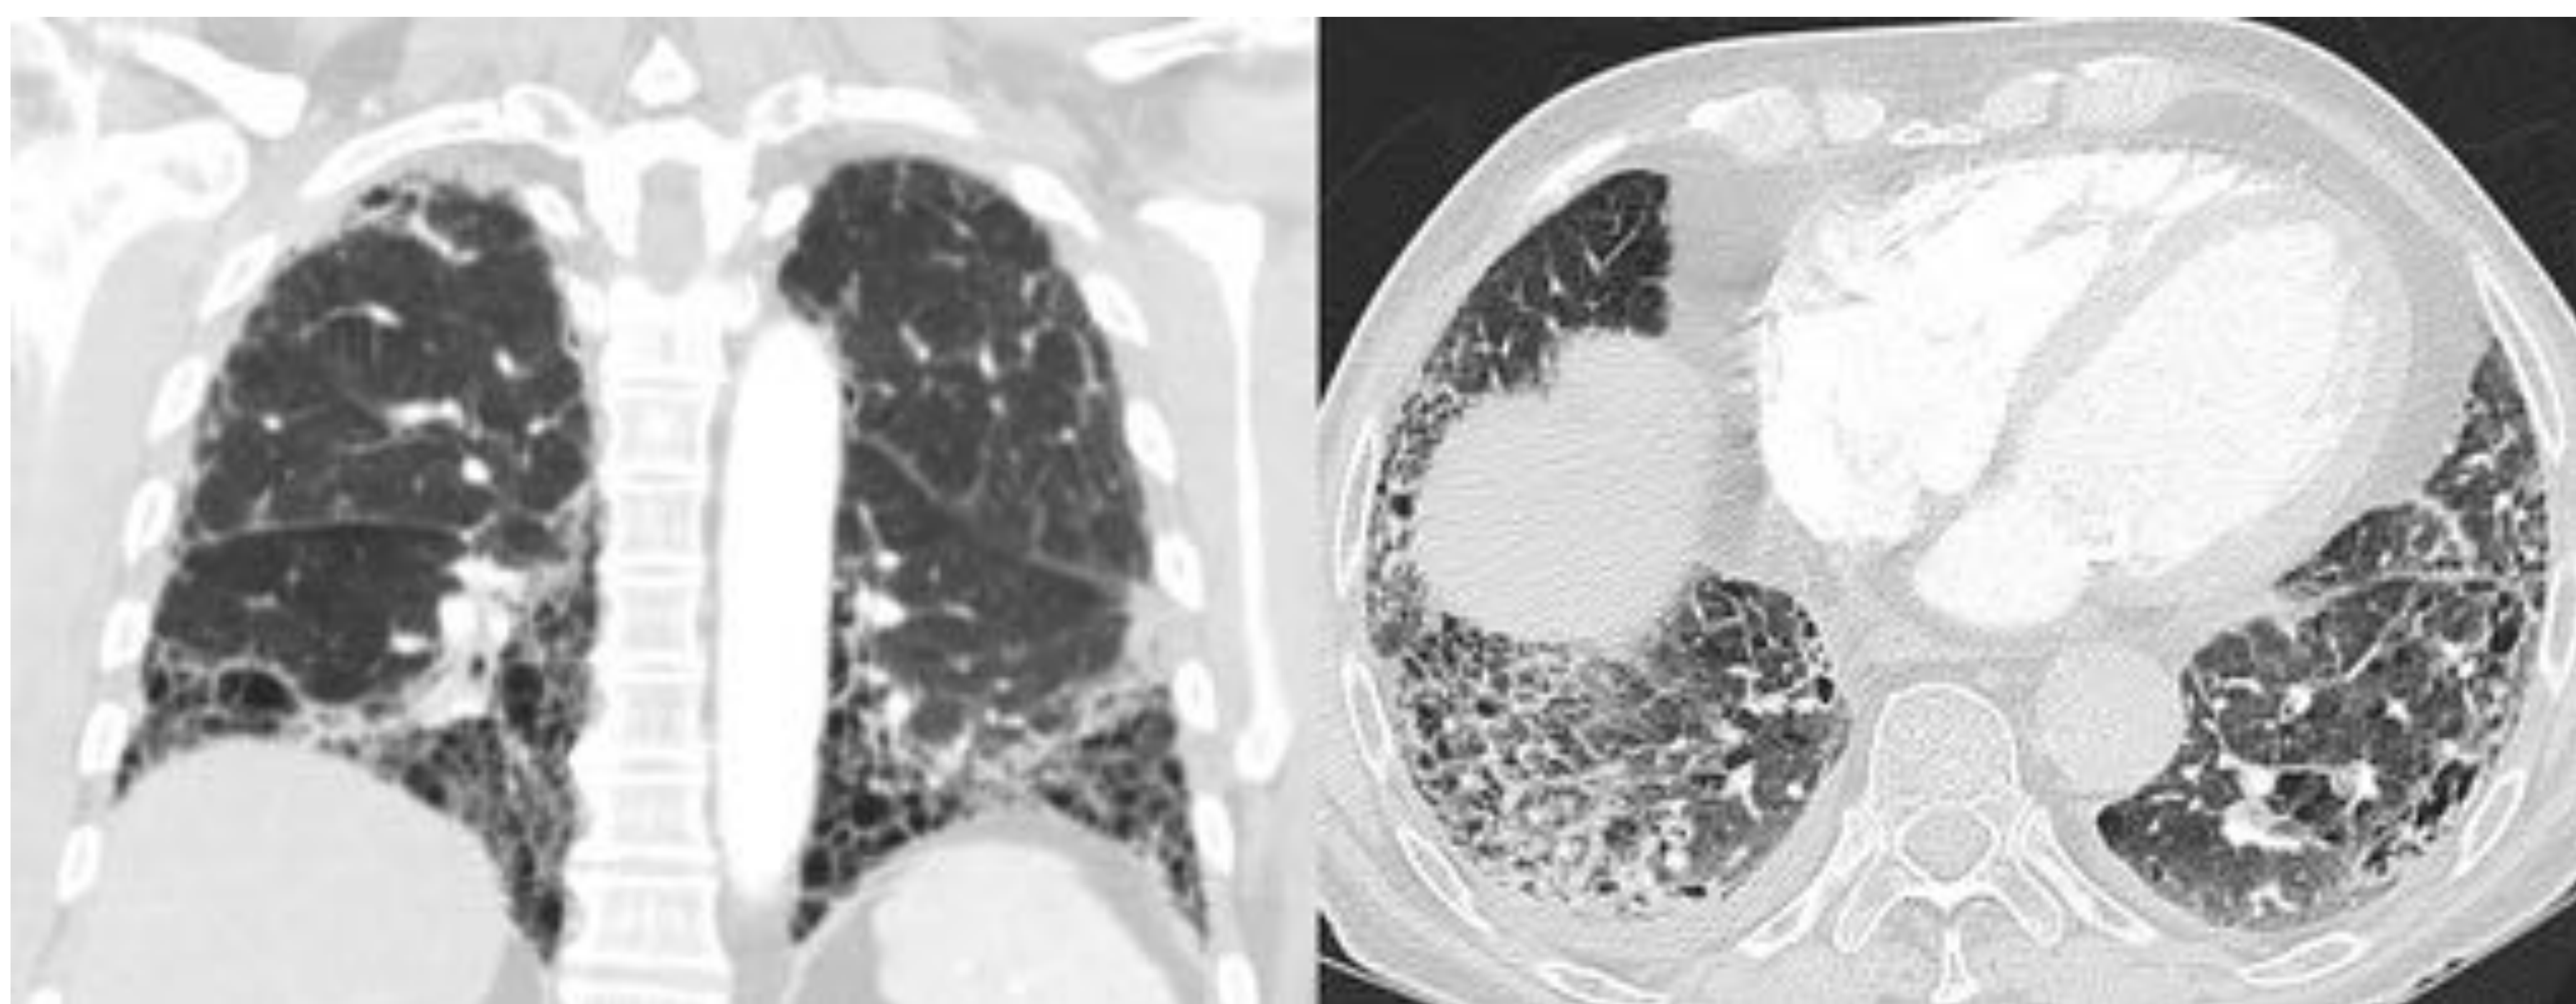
Corte coronal (izquierda) y axial (derecha) de TC de tórax. Paciente de 61 años con AR con disnea de meses de evolución. Al realizar el TC de tórax se aprecian áreas de panalización, con gradiente apicobasal y bronquiectasias de tracción en relación con NIU asociada a la AR.
